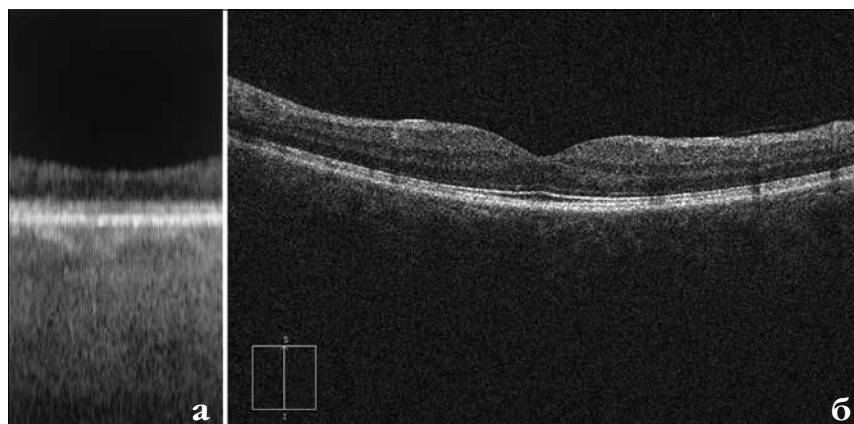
Сканы IOLMaster 700 (а) и оптического когерентного томографа (б) на здоровом глазу. Здесь и на рис. 2: длина сканов соответственно 1 и 6 мм; сканы IOLMaster 700 представлены в том виде, в каком они выводятся на экран прибора
